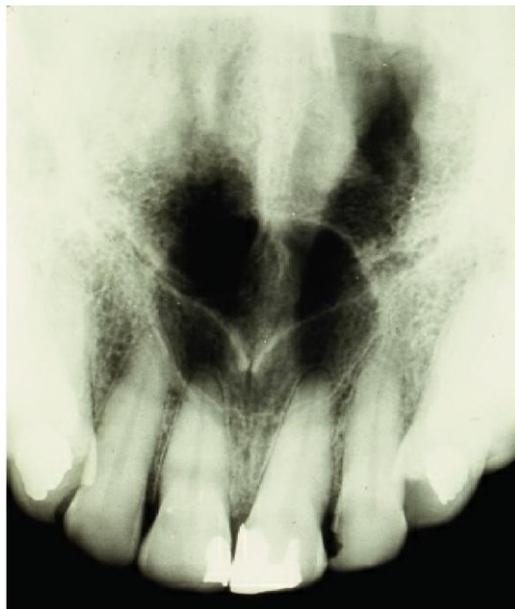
Radiografía oclusal superior donde se observa un quiste palatino mediano.
